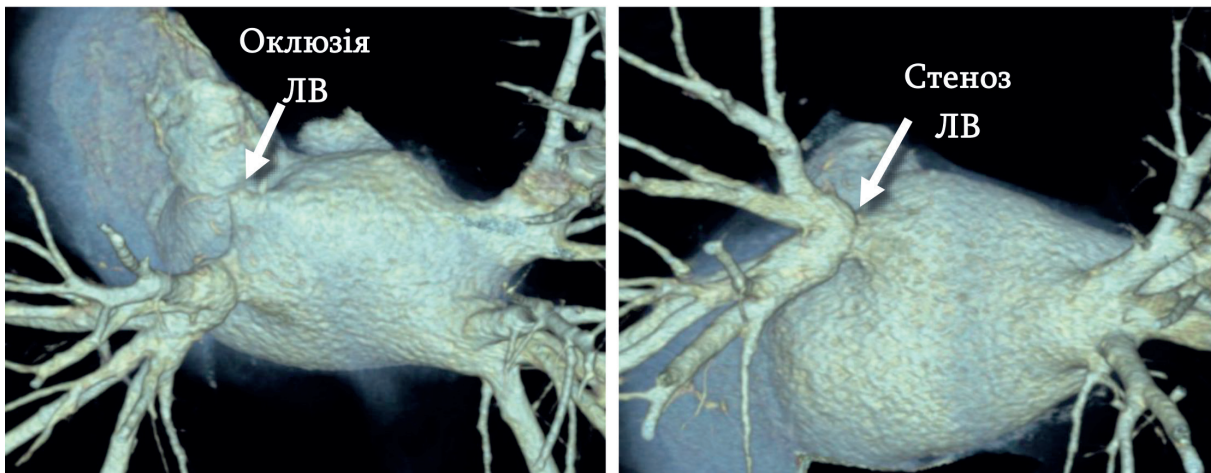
Об'ємна КТ-реконструкція лівого передсердя та легеневих вен. Візуалізуються оклюдія лівої верхньої легеневої вени та помірний стеноз лівої нижньої легеневої вени
